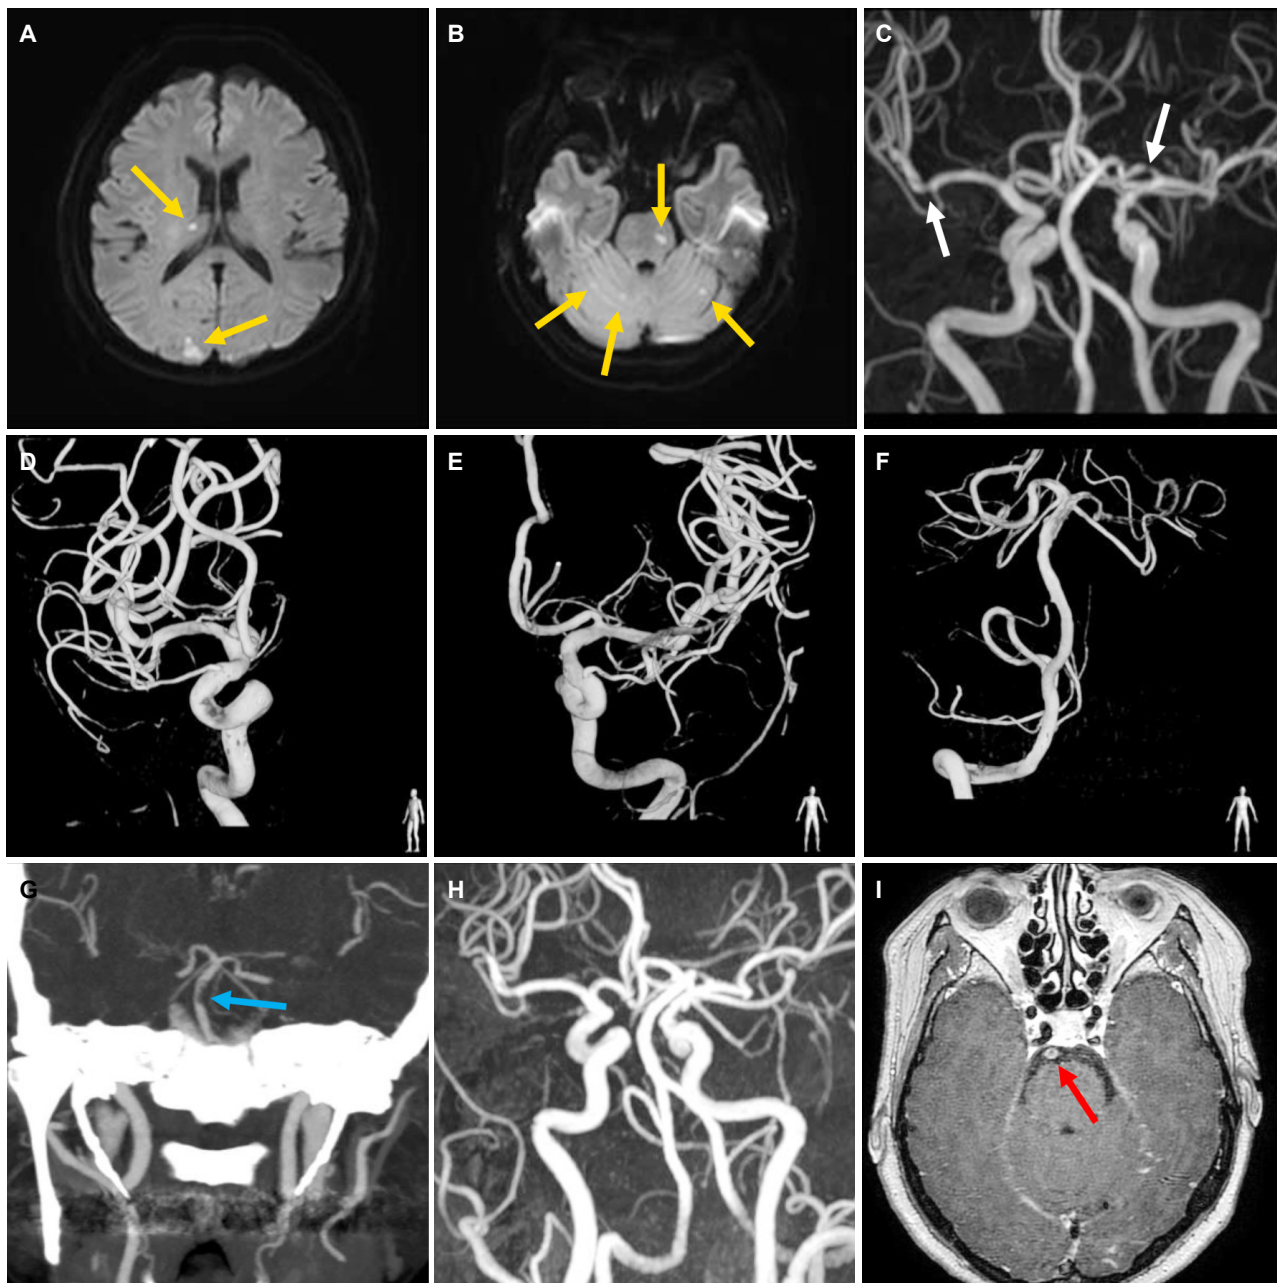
Serial imaging evaluations. (A, B) Diffusion weighted imaging shows multiple acute infarctions in the bilateral occipital lobe, cerebellum, left pons, and right thalamus (arrows). (C) Magnetic resolution angiography reveals multifocal stenosis in the M1 distal portion of the right middle cerebral artery, M2 proximal portion of the left middle cerebral artery, and A1 portion of the left anterior cerebral artery (arrows). (D-F) Transfemoral catheter angiography shows the improvement over the previous multifocal arterial stenosis. (G) Computed tomography angiography reveals the newly developed severe stenosis in the distal basilar artery (arrow). (H) Magnetic resolution angiography reveals the resolution of severe stenosis in the distal basilar artery. (I) Vessel wall imaging by high resolution magnetic resonance imaging technique detects the homogeneously enhanced vessel wall of basilar artery (arrow).
